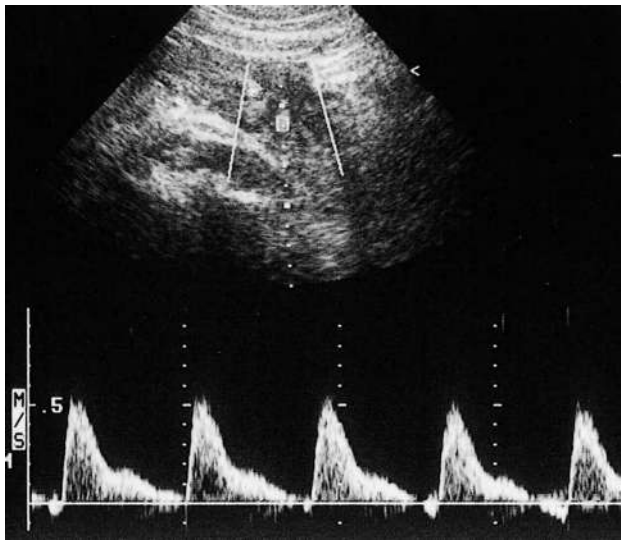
Doppler utérin en post-partum. J + 2, après une grossesse pathologique avec RCIU, résistances élevées avec *notch* : diagnostic rétrospectif d'une insuffisance vasculaire utéroplacentaire.
